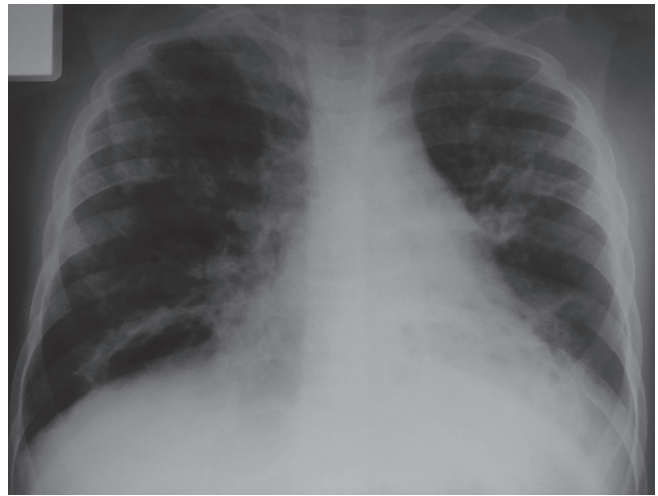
Рентгенограмма груди до выполнения трансплантации легких
